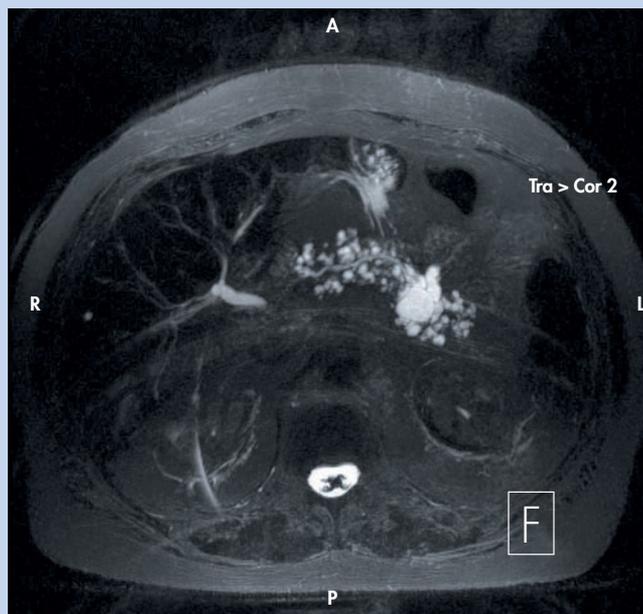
Imagen de resonancia magnética de una NMPI de rama lateral en comunicación con el conducto principal y con lesiones quísticas de hasta 2 cm.
